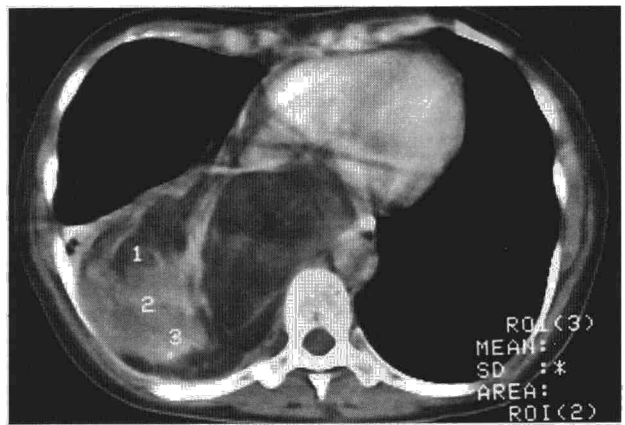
TAC de tórax con condensación basal derecha.
